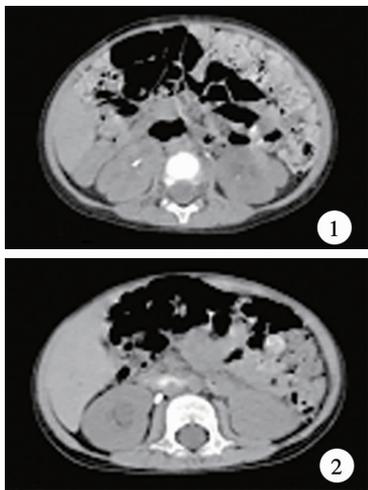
糖原累积症 I a 型合并泌尿系结石病例 1 CT 图片 左侧输尿管上段多发结石伴左肾积水,右肾结石 图2 糖原累积症 I a 型合并泌尿系结石病例 2 CT 图片 右肾及右侧输尿管近端结石
